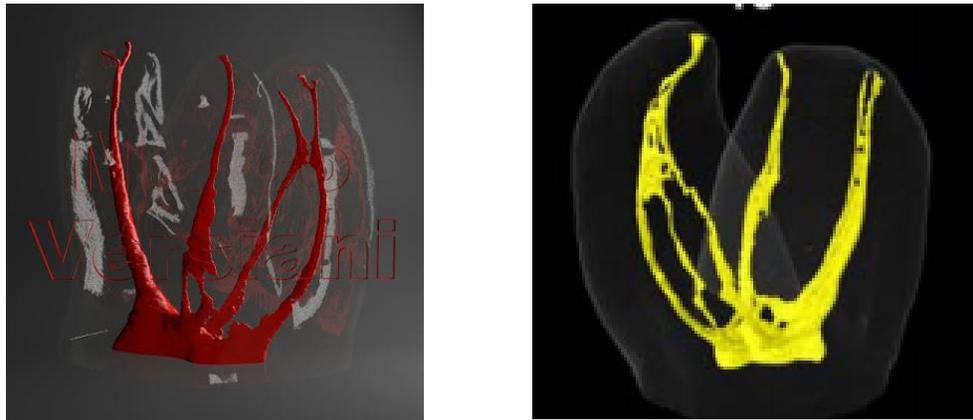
Microtomografías de conductos Mv2 y Mv3, tomados de <http://rootcanalanatomy.blogspot.com/search/label/MB3>
